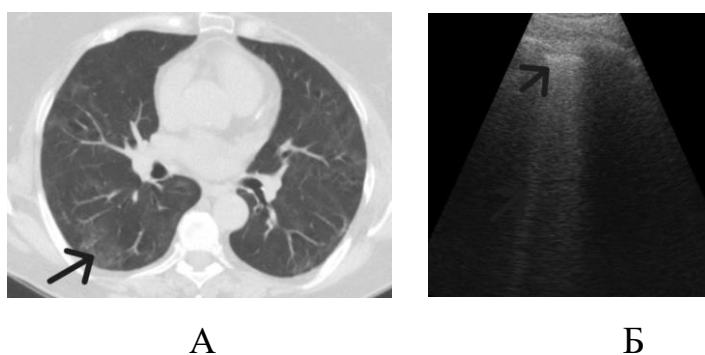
Приклад відповідності КТ- й УЗ-патернів у хворого з COVID-19 з ураженням легень з тяжким перебігом на 1-му тижні хвороби [145]:
